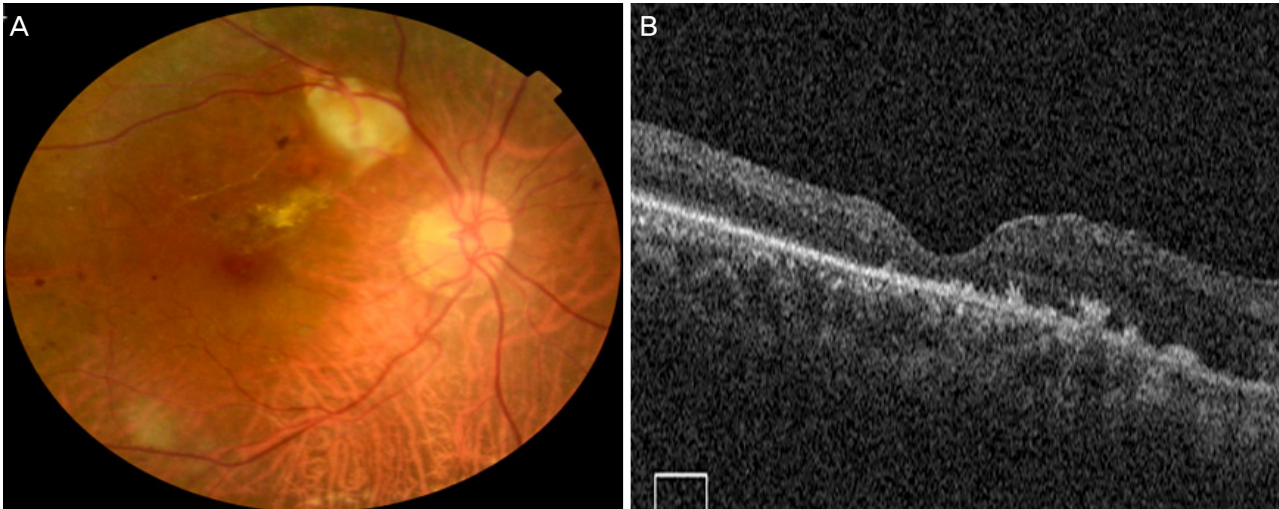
The images after consecutive bevacizumab injection and vitrectomy. Vitreous hemorrhage and macula edema were improved but some exudates are seen at macular area on fundus photography (A) and optical coherence tomography (B).
